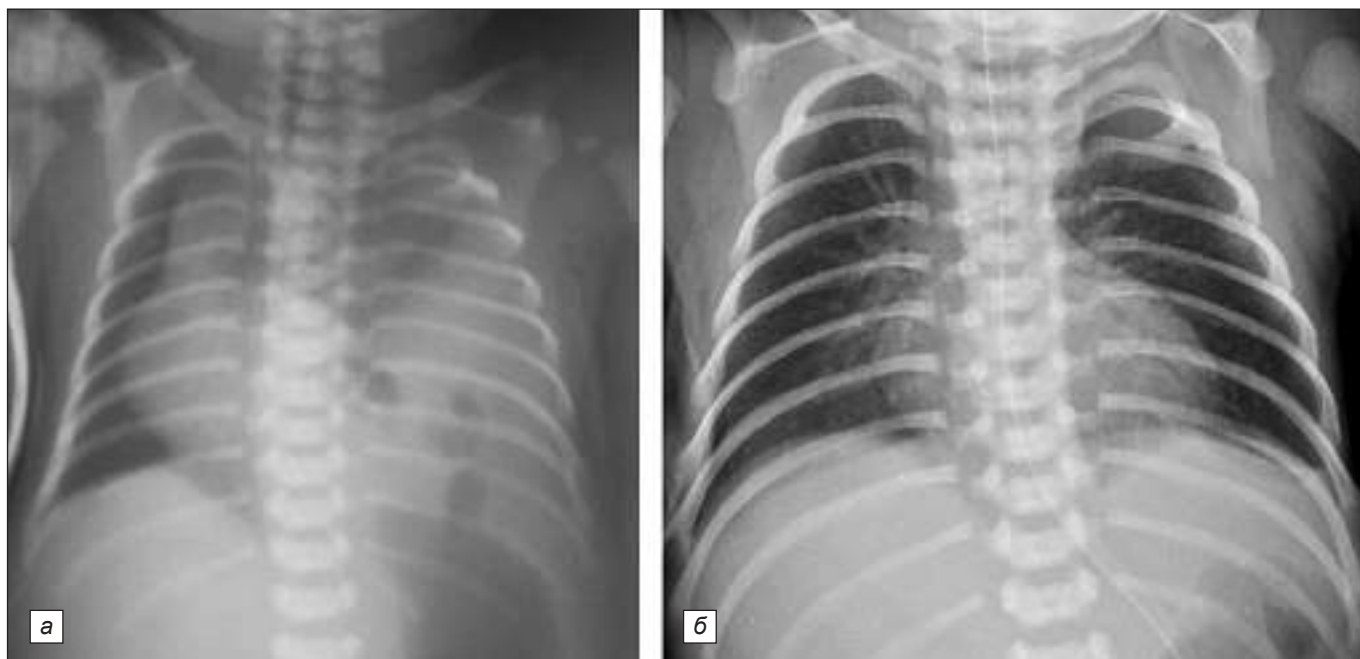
Обзорная рентгенография органов грудной клетки девочки С. в первые часы после рождения (а) и перед выпиской (б).
